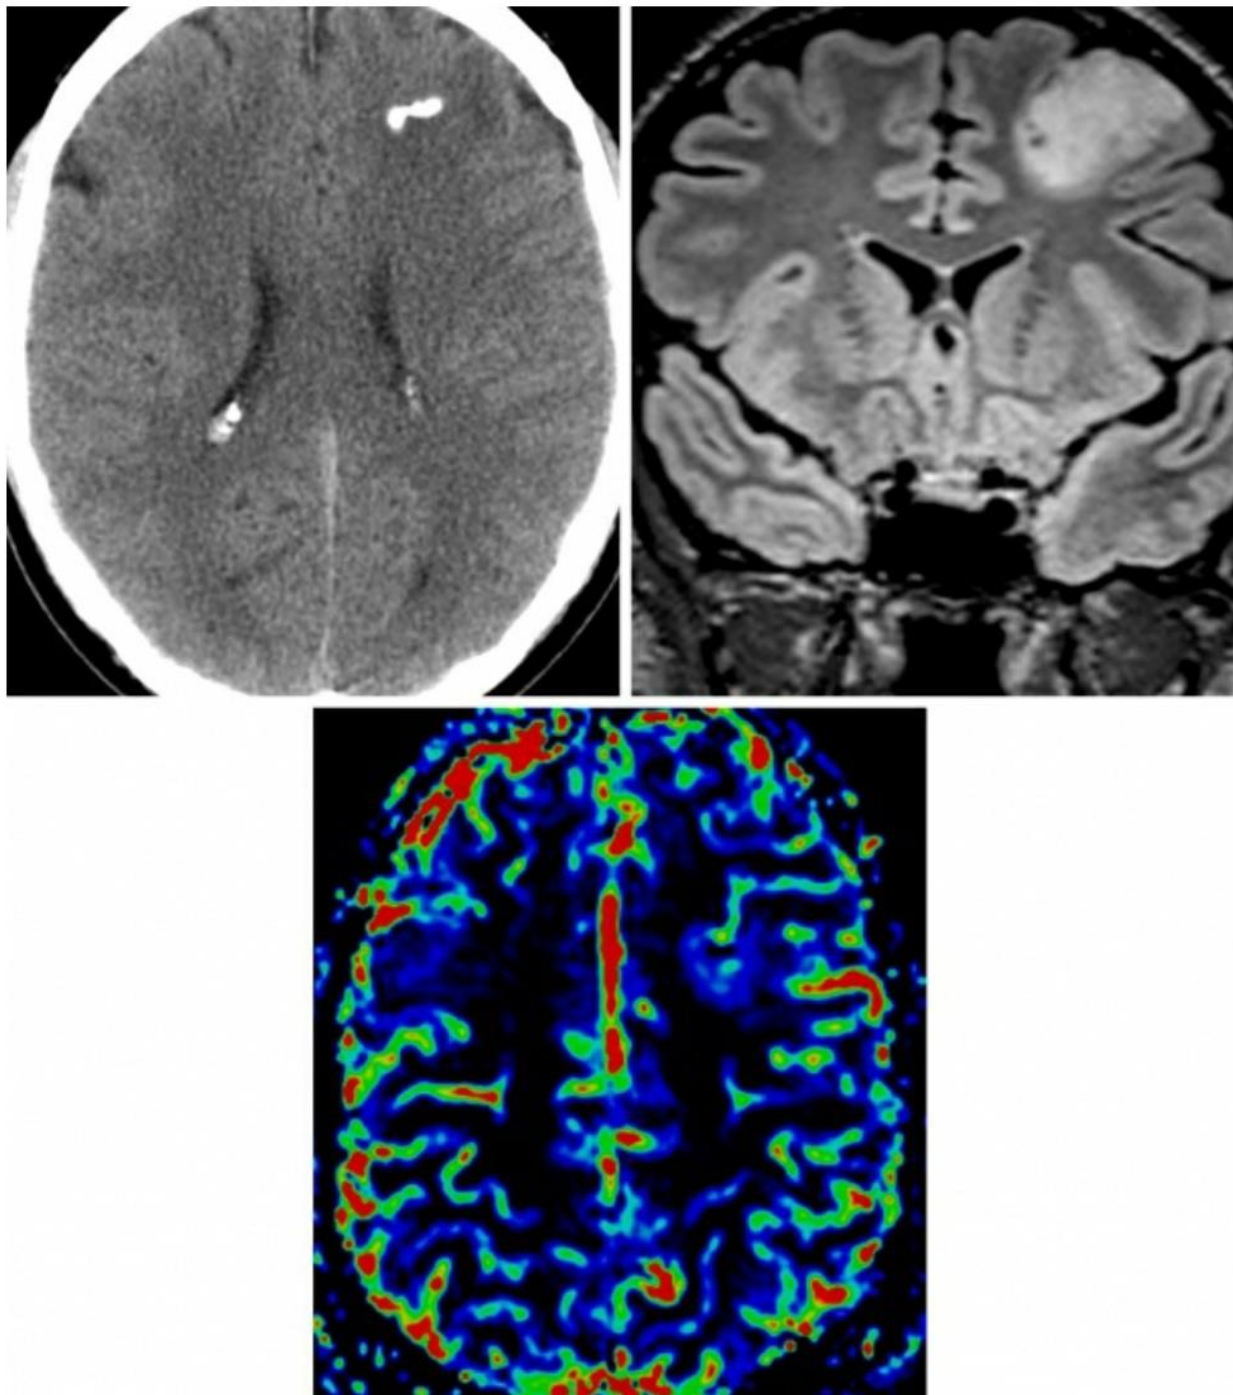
少突胶质细胞瘤在 CT 上的特征性改变为肿瘤内部的多发钙化（左上图）；在冠状
